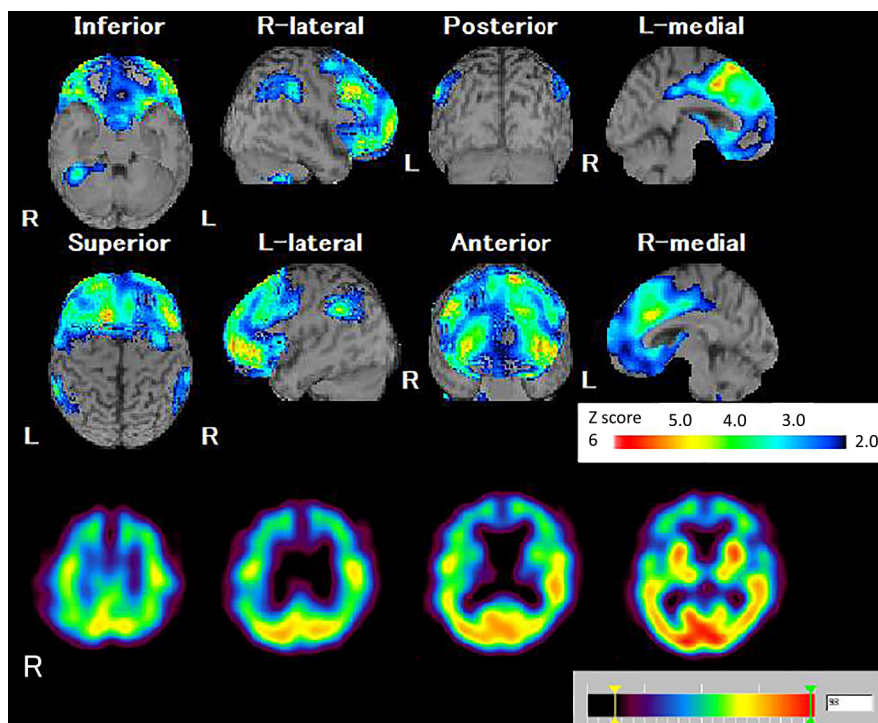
^{99m}Tc -ECD SPECT of the brain.
